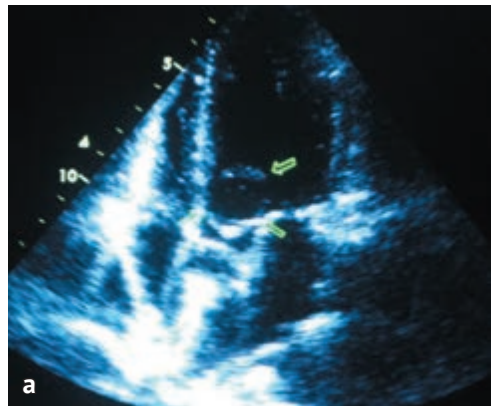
Трансторакальная эхокардиография (апикулярная пятикамерная позиция): а — киста в систолу пролабирует в выносящий тракт левого желудочка; б — увеличение скорости кровотока в выносящем тракте левого желудочка до 6 м/с
